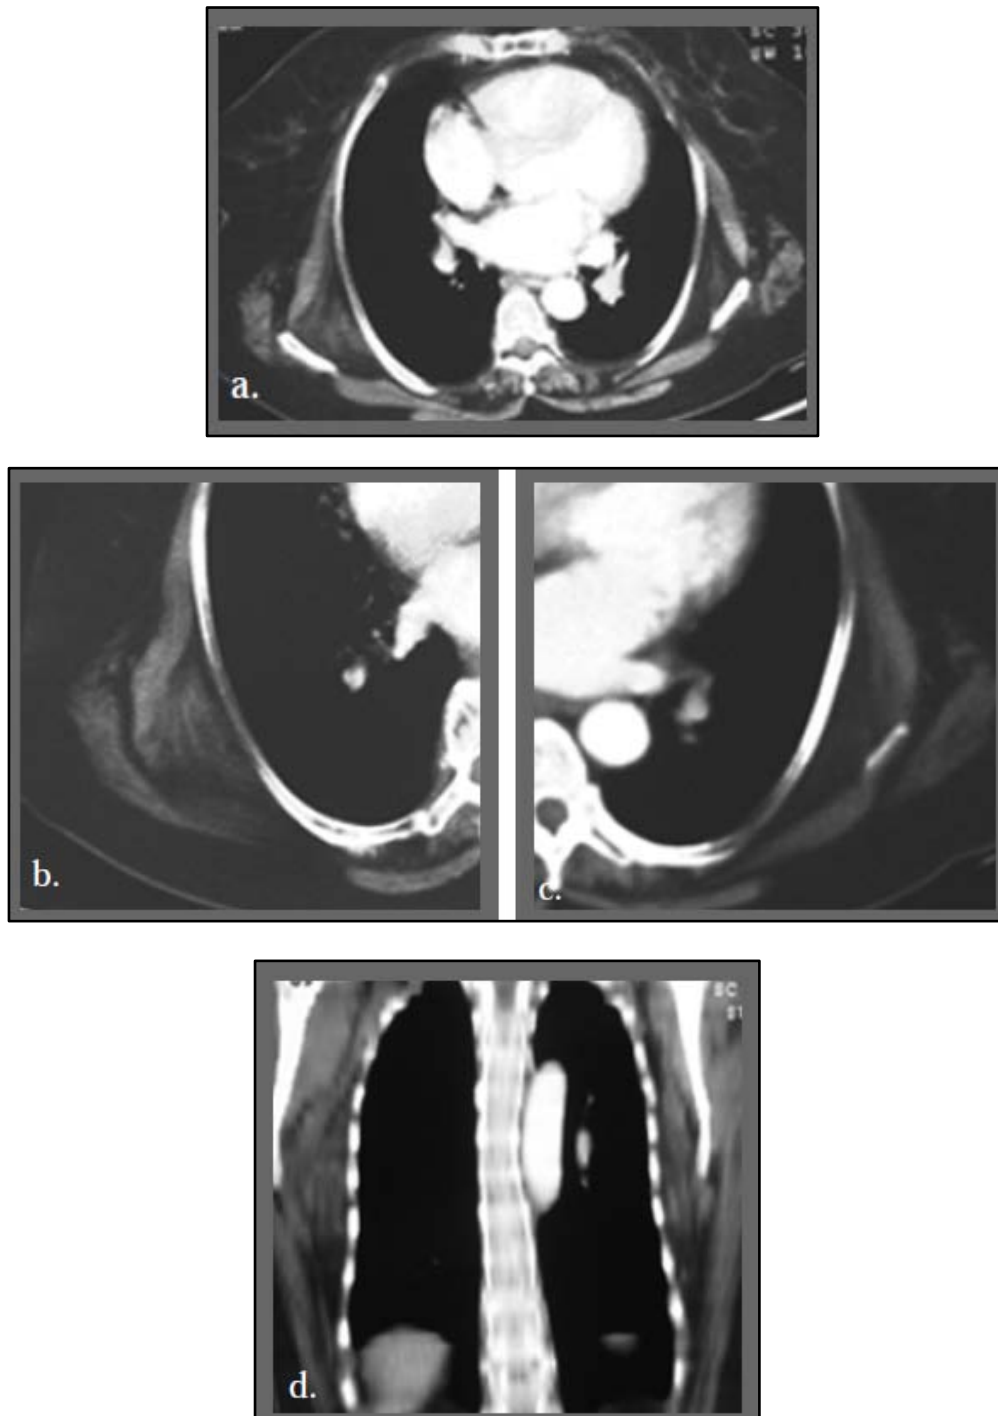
Coupes axiales d'une TDM thoracique après injection intraveineuse de produit de contraste (a, b et c) avec reconstruction frontale (d) : masses bilatérales de la paroi thoracique postérieure en regard de l'angle inférieur de l'omoplate, contenant des images linéaires hypodenses, ne se modifiant pas après injection de produit de contraste(57).
